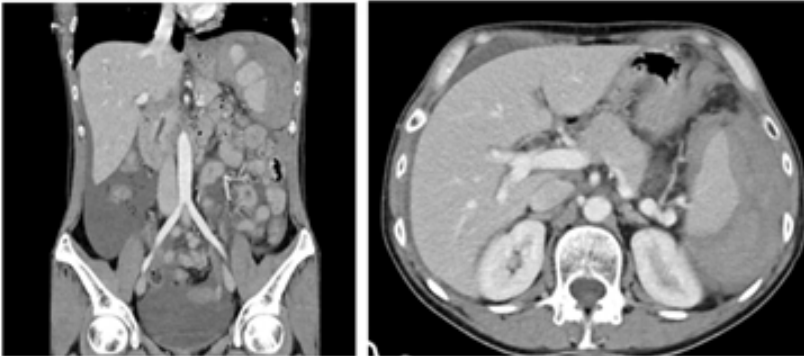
Imágenes de la tomografía computarizada abdominal donde se objetiva hematoma esplénico y líquido libre.
